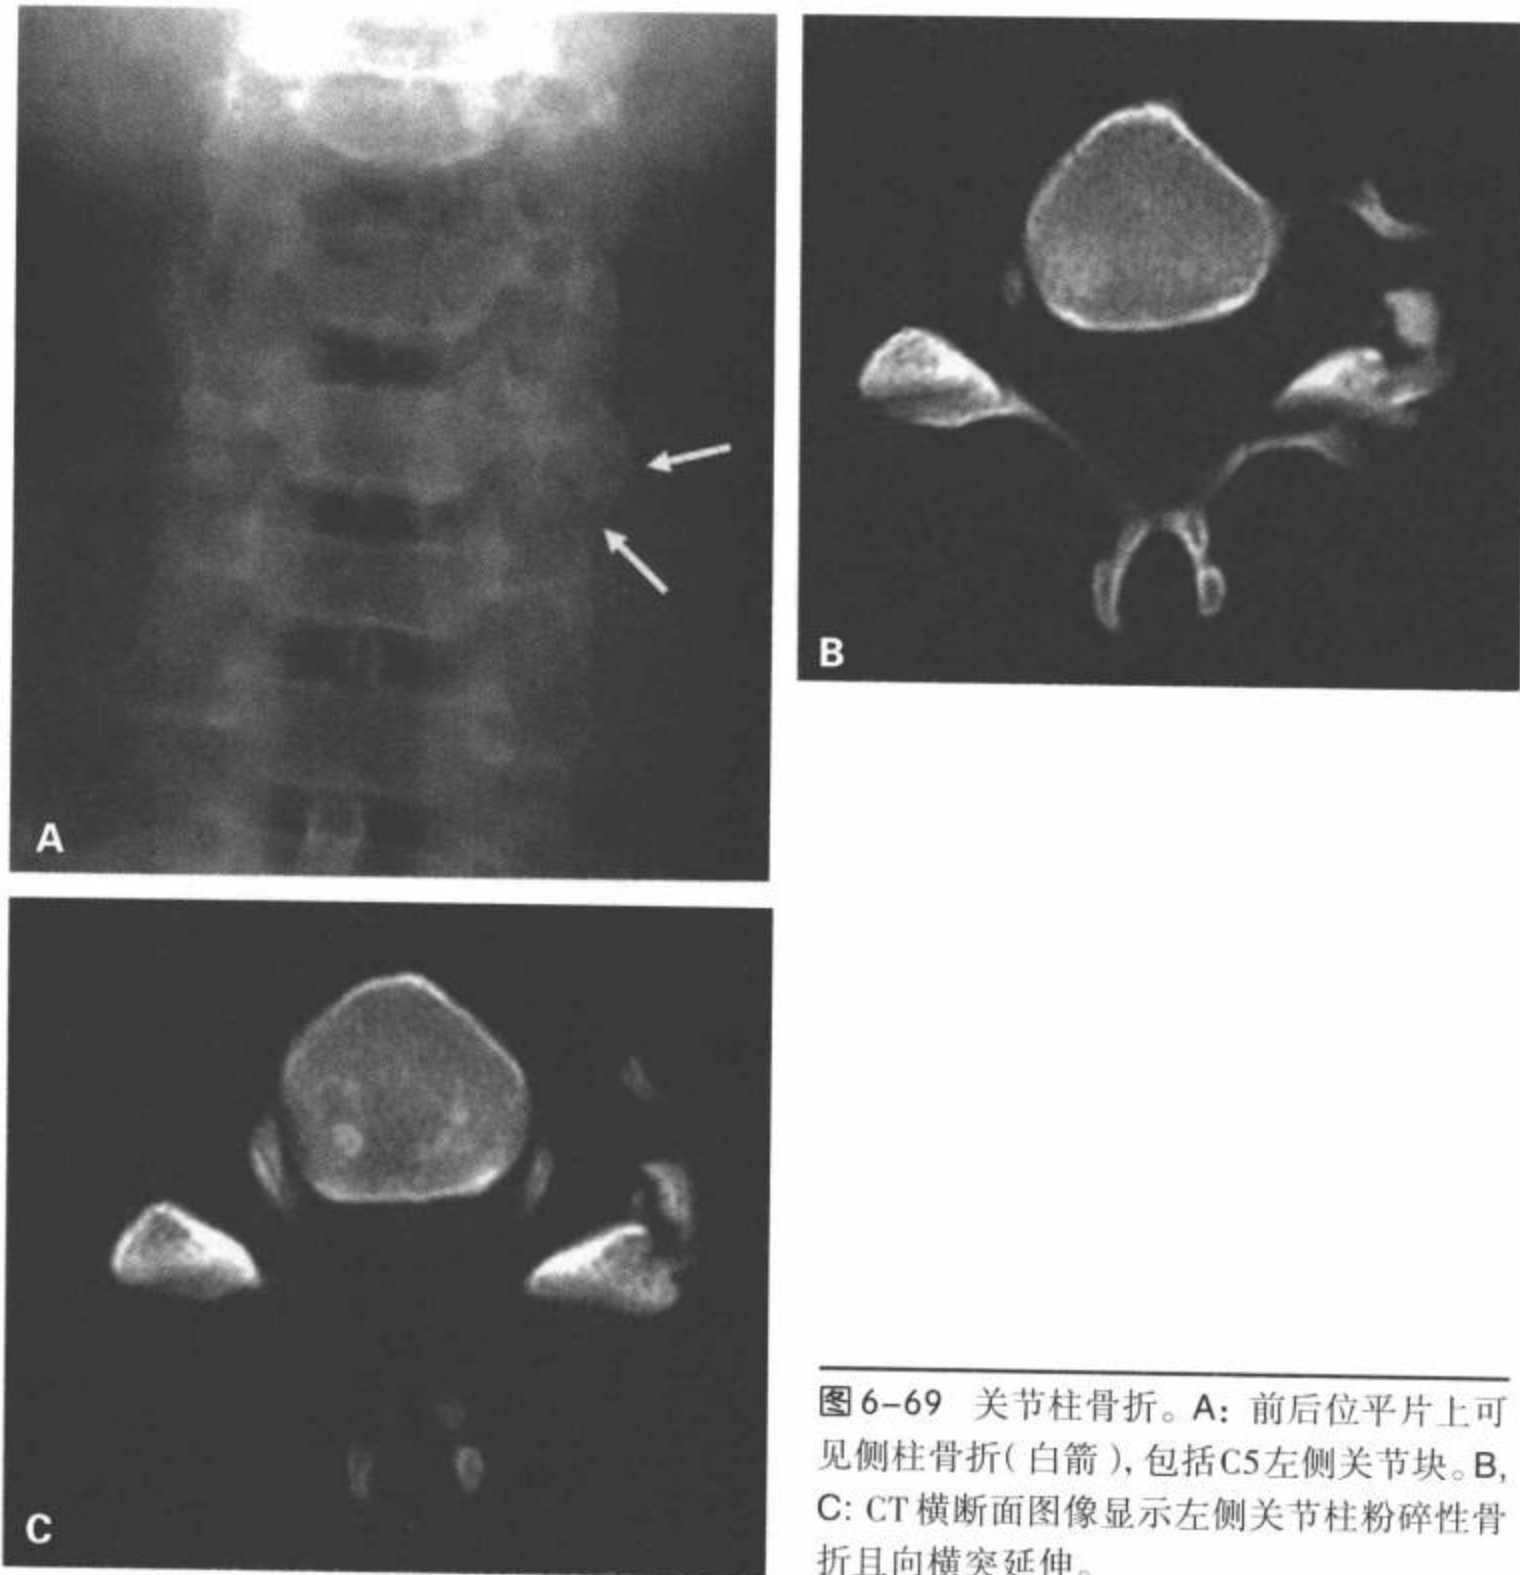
关节柱骨折。A: 前后位平片上可见侧柱骨折(白箭), 包括C5左侧关节块。B, C: CT横断面图像显示左侧关节柱粉碎性骨折且向横突延伸。
